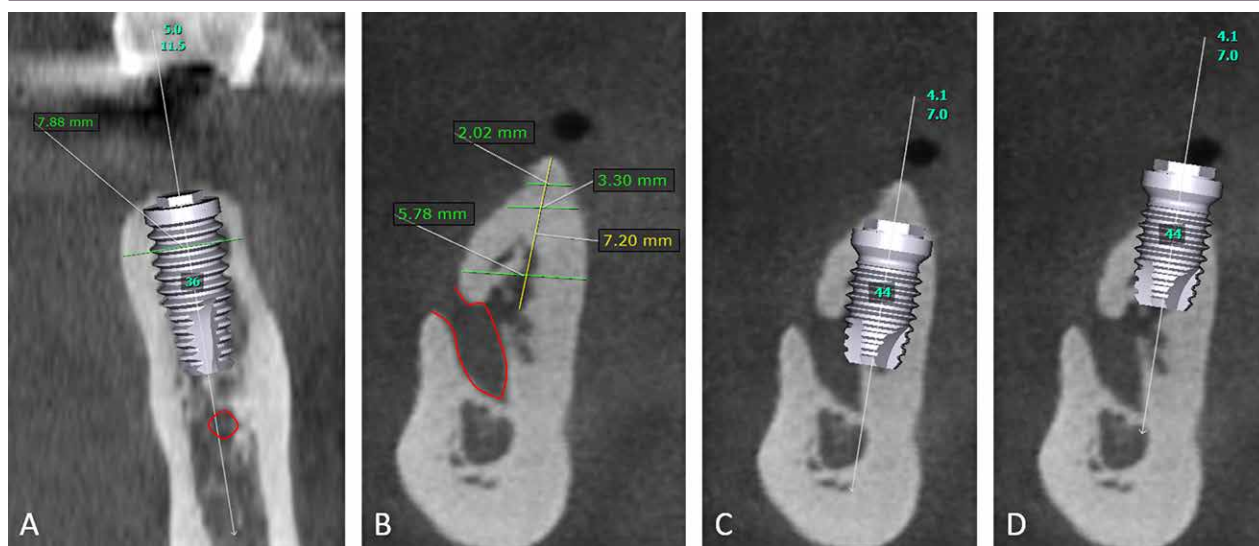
Målinger af processus alveolaris' dimensioner samt virtuel implantatplanlægning i tandløse områder i underkæben foretaget på tværsnitbilleder fra CBCT-scanninger. A. Mål i regio -6 viser en bredde af processus alveolaris på ca. 8 mm. En implantatattrap med en diameter på 5 mm og en længde på 11,5 mm er indsat. Der ses tilstrækkeligt knogledække faciale og oralt for hele implantatet og tilstrækkelig afstand til canalis mandibulae (markeret med rødt). B. Mål i regio 4- viser reduceret bredde af processus alveolaris (ca. 2 mm koronalt og 6 mm mere apikalt). Afstanden fra toppen af processen til øverste begrænsning af foramen mentale er mindre end 8 mm. C. Implantatattrap (diameter 4,1 mm, længde 7 mm) er indsat, således at implantatgevindet har tilstrækkeligt knogledække. Med den valgte implantatlængde vil implantatet perforere nervekanalens loft med risiko for nerveskade og efterfølgende føleforstyrrelser. D. Implantatet er her indsat med sikker afstand til foramen mentale/canalis mandibulae. Med denne placering vil implantatet ikke være knogledækket i den koronale del pga. den smalle proces, og knoglegenopbygning skønnes nødvendig. Fig. 4. Measurements of the dimensions of the alveolar process and virtual implant planning in edentulous areas in the mandible performed in cross-sectional images from CBCT scans. A. Measurements in region 36 show a width of the alveolar process of approximately 8 mm. An implant dummy with a diameter of 5 mm and a length of 11.5 mm has been placed. Sufficient bone coverage facially and orally to the entire implant and sufficient distance to the mandibular canal (marked in red) is seen. B. Measures in region 44 shows a reduced width of the alveolar process (approximately 2 mm coronally and 6 mm more apically). The distance from the top of the crest to the upper border of mental foramen is less than 8 mm. C. An implant dummy (diameter 4.1 mm, length 7 mm) has been placed enabling sufficient bone coverage of the implant. With the selected implant length, the implant would perforate the upper border of the nerve canal with the risk of nerve damage and subsequent sensory disturbances. D. The implant dummy is here placed with safe distance to the mental foramen/mandibular canal. With this position, the implant would not have bone coverage in the coronal part due to the narrow process and bone augmentation is deemed necessary.
